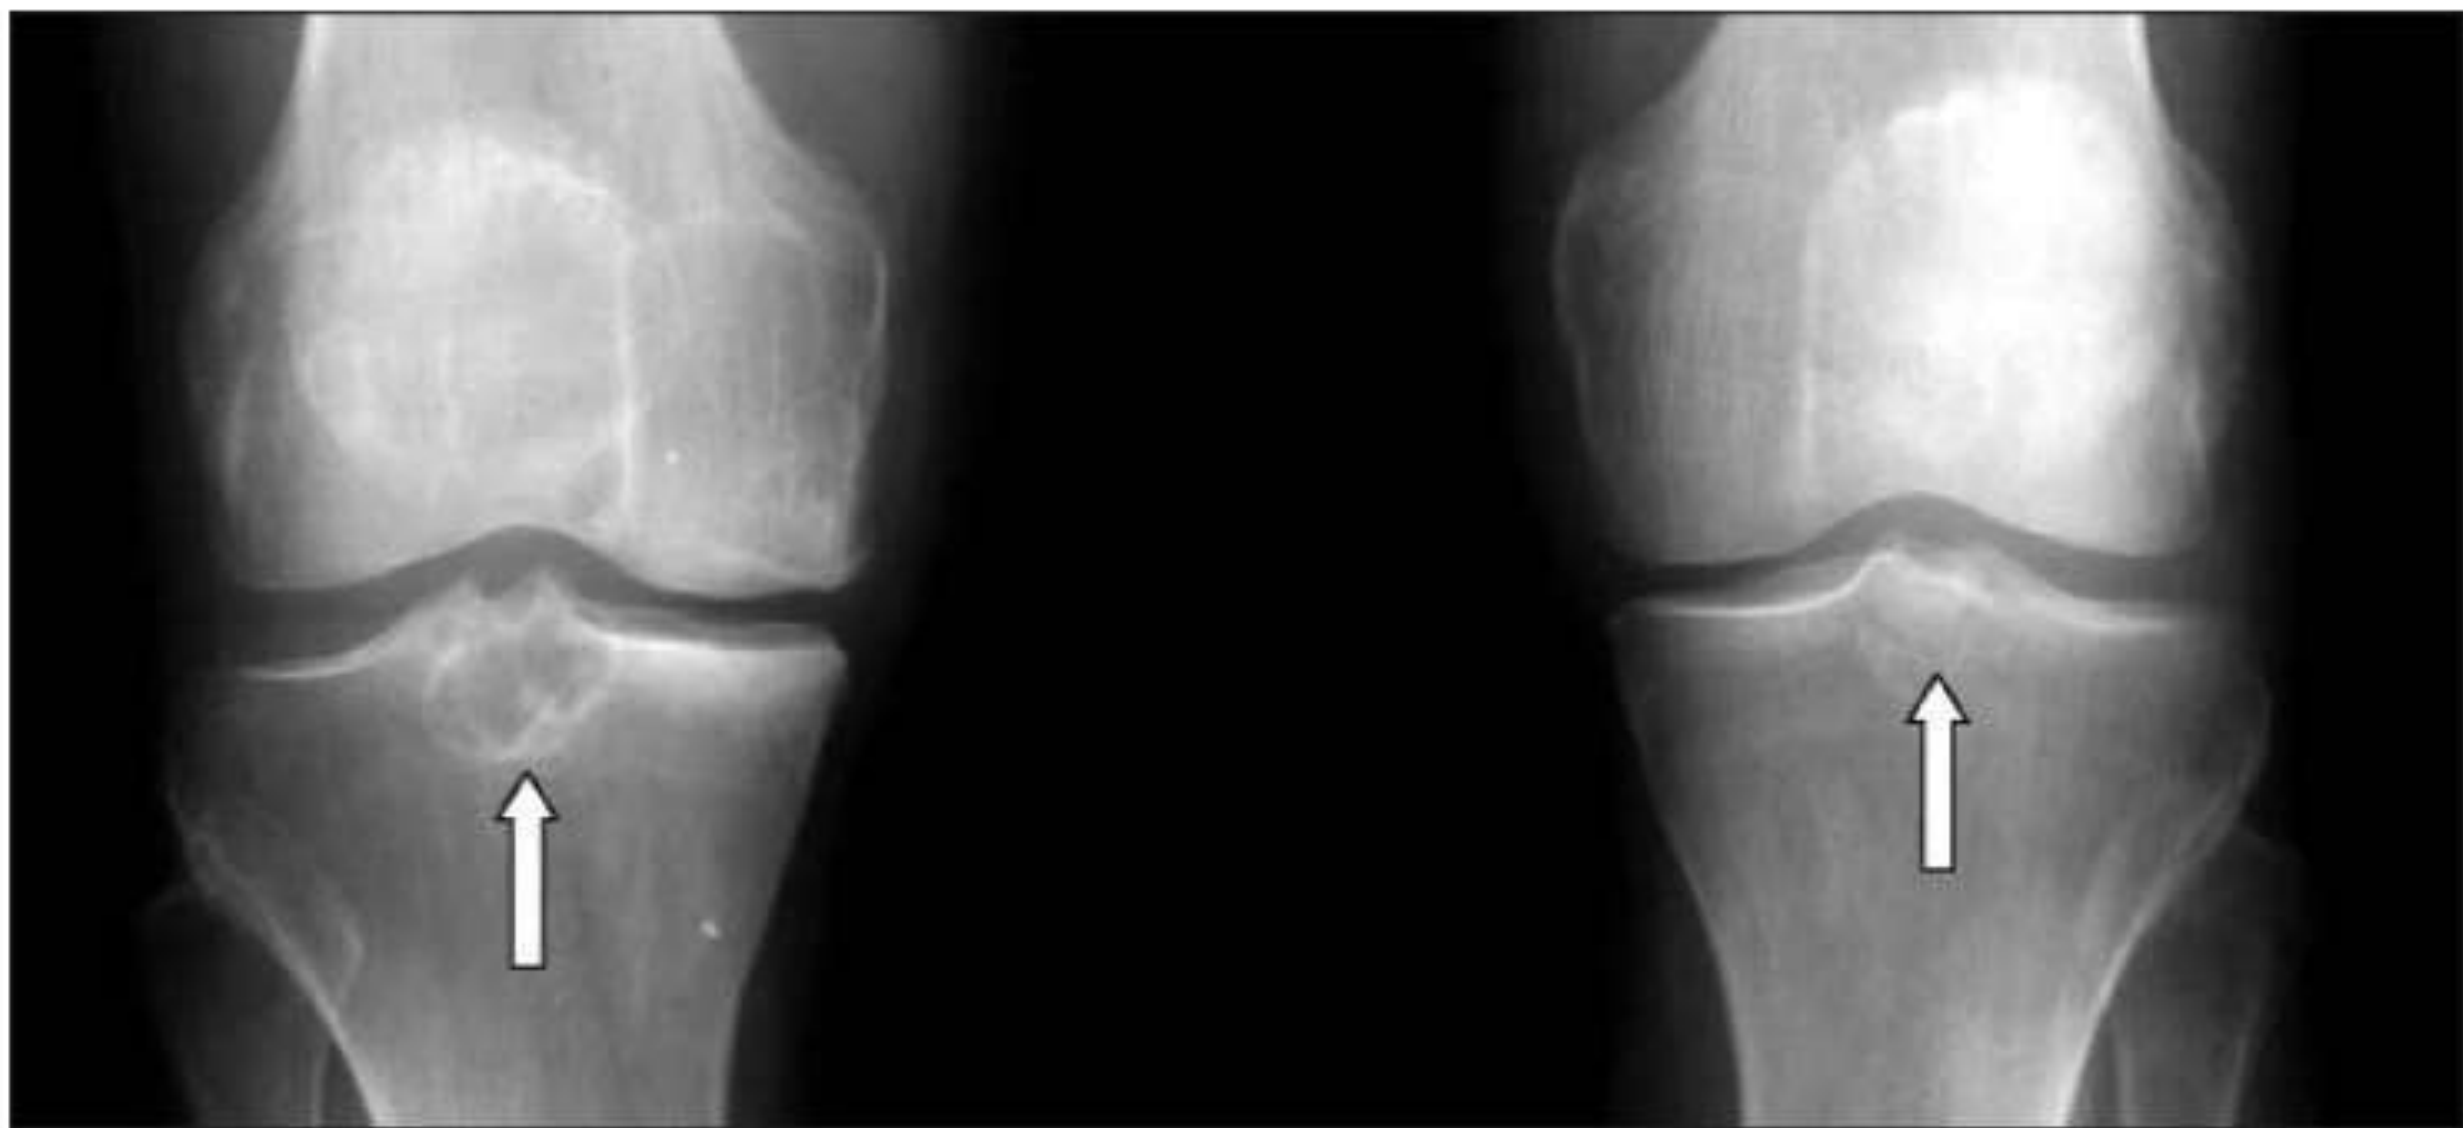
Рентгенограммы коленных суставов в прямой проекции. Кисты в проекции межмыщелковых возвышений большеберцовых костей (больше справа; стрелки)
